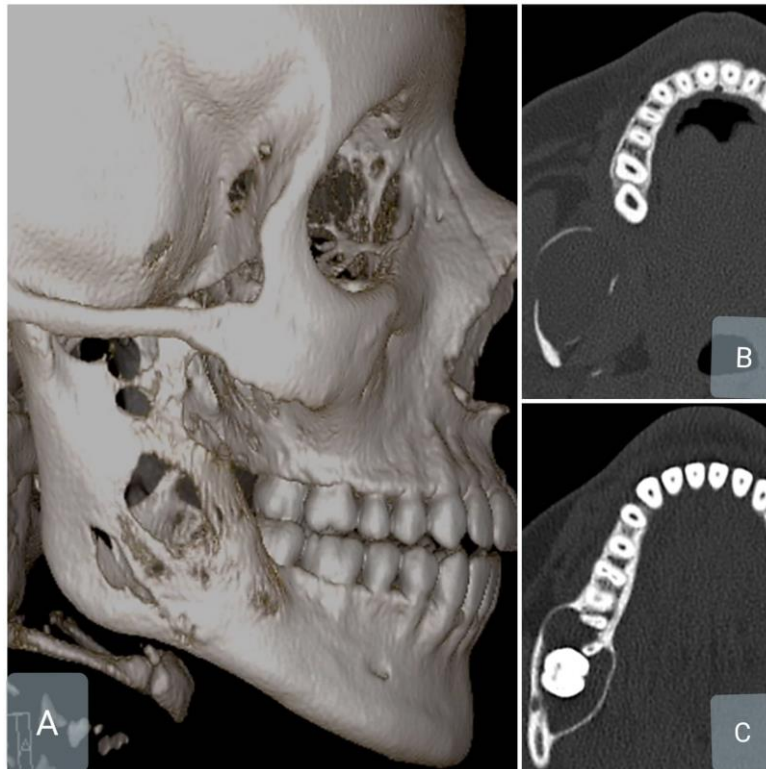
Tomografia Computadorizada demonstrando a destruição e expansão óssea na região. (A) Reconstrução Tridimensional; (B) Corte Axial da região do ramo mandibular; (C) Corte Axial evidenciando a relação com o elemento dentário 48 e extensão anterior.
